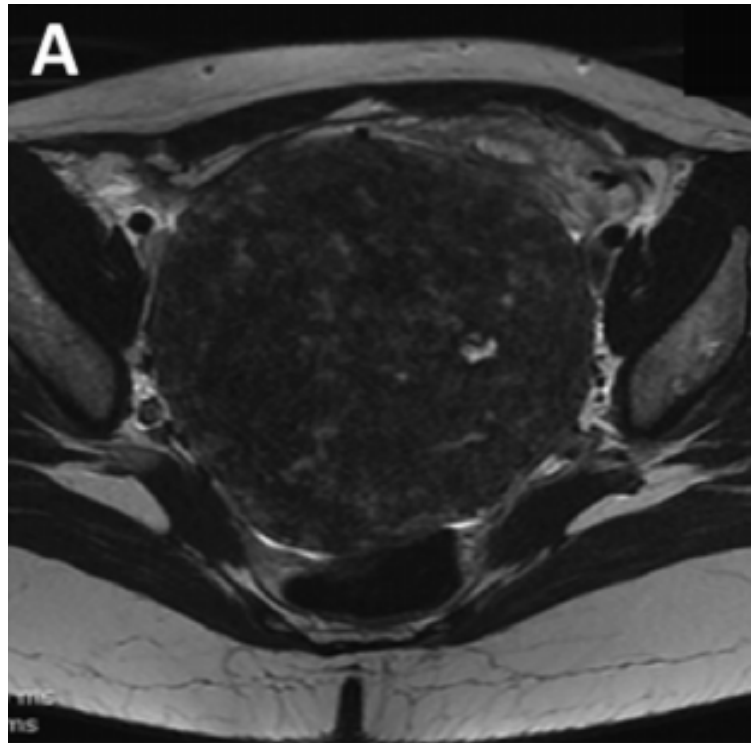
Imagerie par IRM pelvienne a ` 12 SA : volumineux fibrome enclavé dans le petit bassin. Coupe transverse (A) et coronale avec visualisation du fœtus (B)(5).
